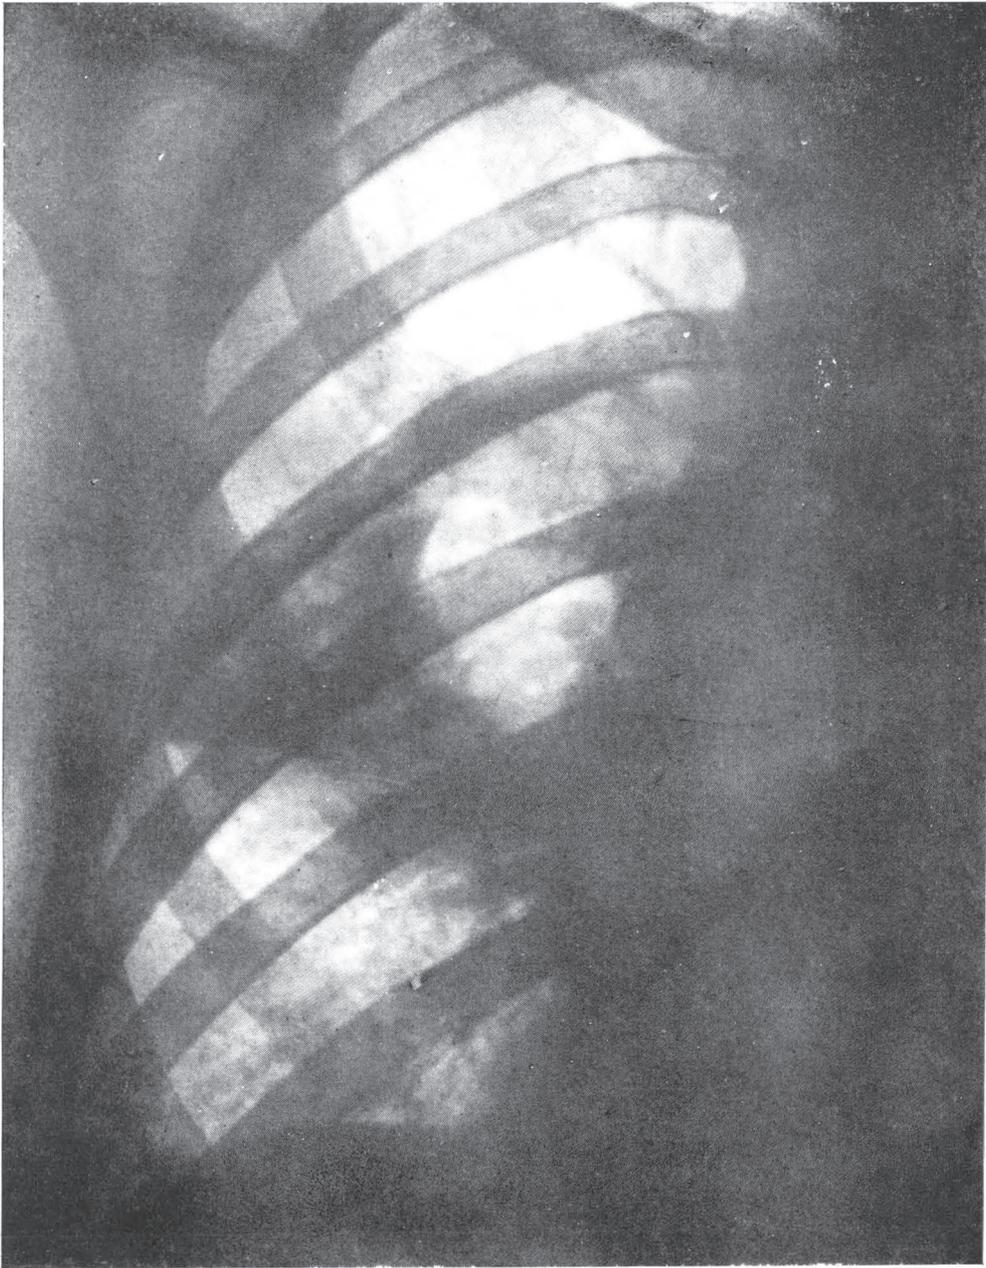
Caso n° 9 — Telerradiografia n° 1, de 8-VIII-51 — Pneumonia caseosa com grande caverna insuflada no campo médio D. Escarro *positivo* (direto e homogeneizado - - 20-VIII-51).
